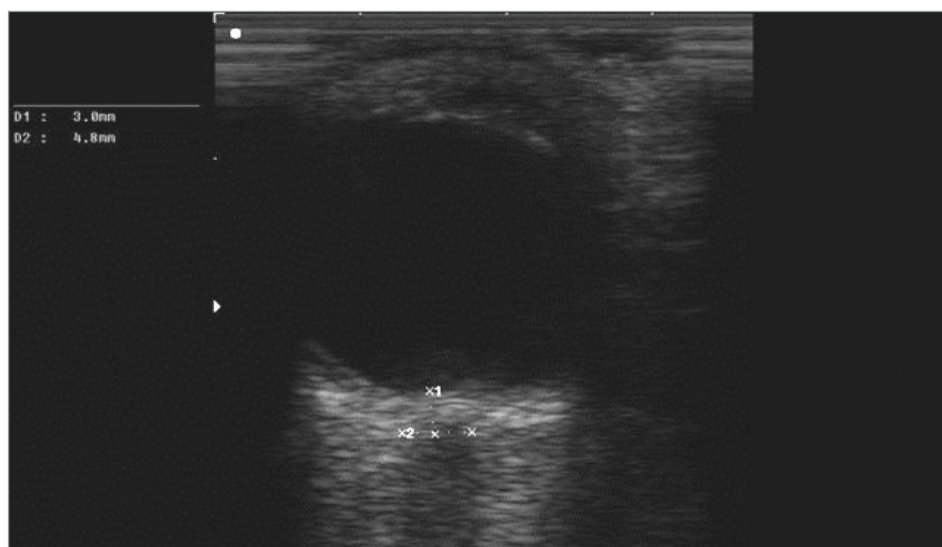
Etap pierwszy – zobrażowana gałka oczna wraz z ONSD w badaniu USG.
